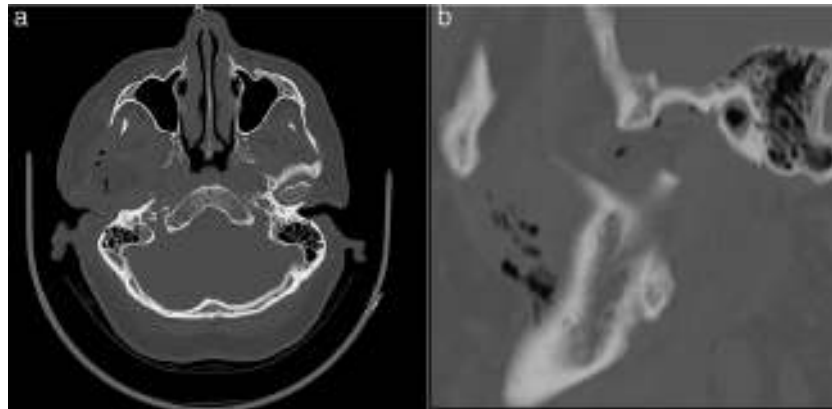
TAC postoperatoria. a) Corte axial. b) Corte sagital. No se aprecian signos de la masa tumoral.
